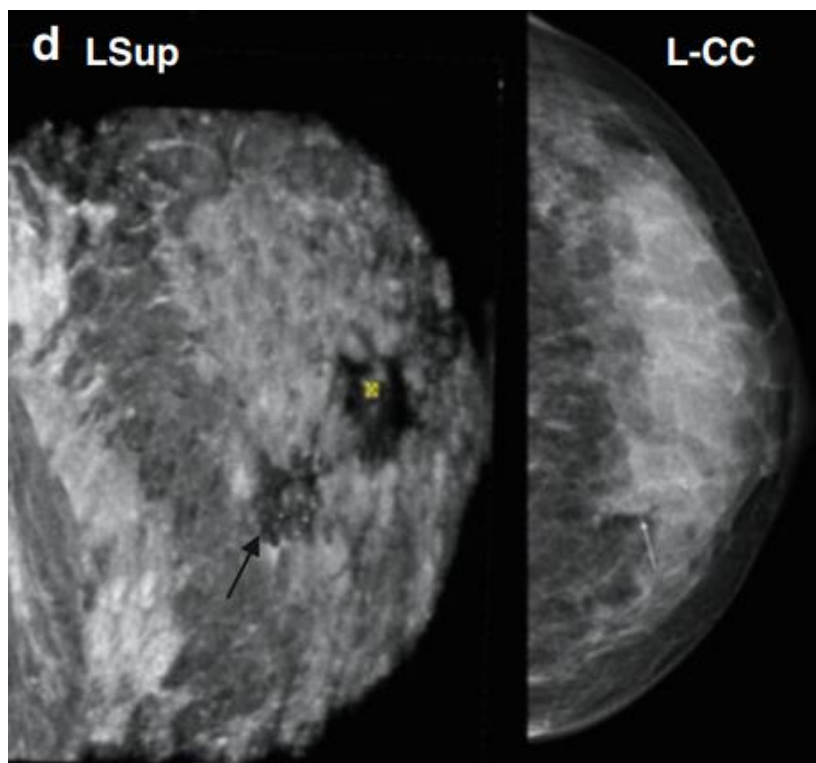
Koronarni presjek lijeve dojke 50-godišnje žene. Vidljiva je lezija u gornjem medijalnom kvadrantu s naznačenim retrakcijskim fenomenom. Preuzeto s: Gazhonova V. 3D Automated Breast Volume Sonography A Practical Guide. 1. Moskva: Springer International Publishing; 2017. 122 str.
